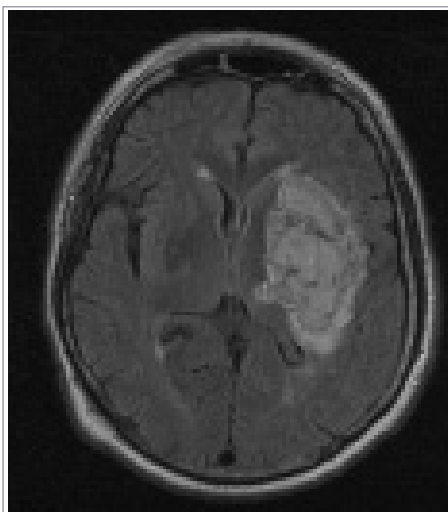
DWI sekvence (B-1000). Akutní infarktové změny v povodí ACM vlevo jako (zóna zvýšeného signálu); pacient s 2 hodiny a 10 minut trvající těžkou pravostrannou hemiparézou s afázií.
